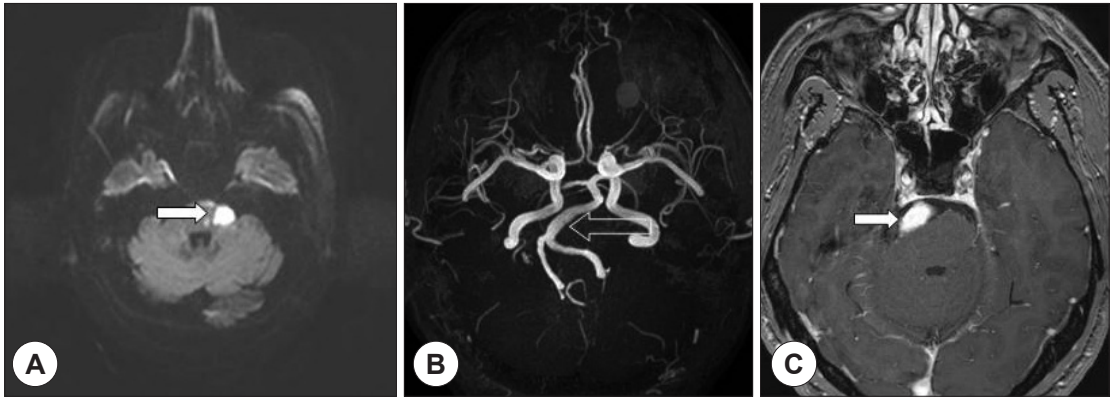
Brain magnetic resonance image and angiogram. A : Acute infarction of cerebellum and pons is shown in axial diffusion-weighted image (white arrow). B : 3D-magnetic resonance angiography shows patent vertebral and basilar artery, dolichoectasia of the proximal basilar artery (unfilled arrow). C : Magnetic resonance imaging T1 shows that diameter of the proximal basilar artery is 8.6 mm (white arrow).
